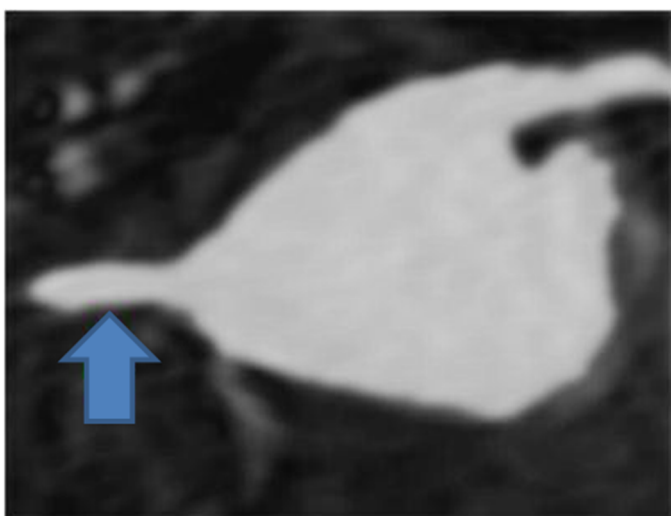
Secuencia de angio-RM 3D, plano coronal oblicuo. Vena de drenaje independiente para el LMD (flecha)
